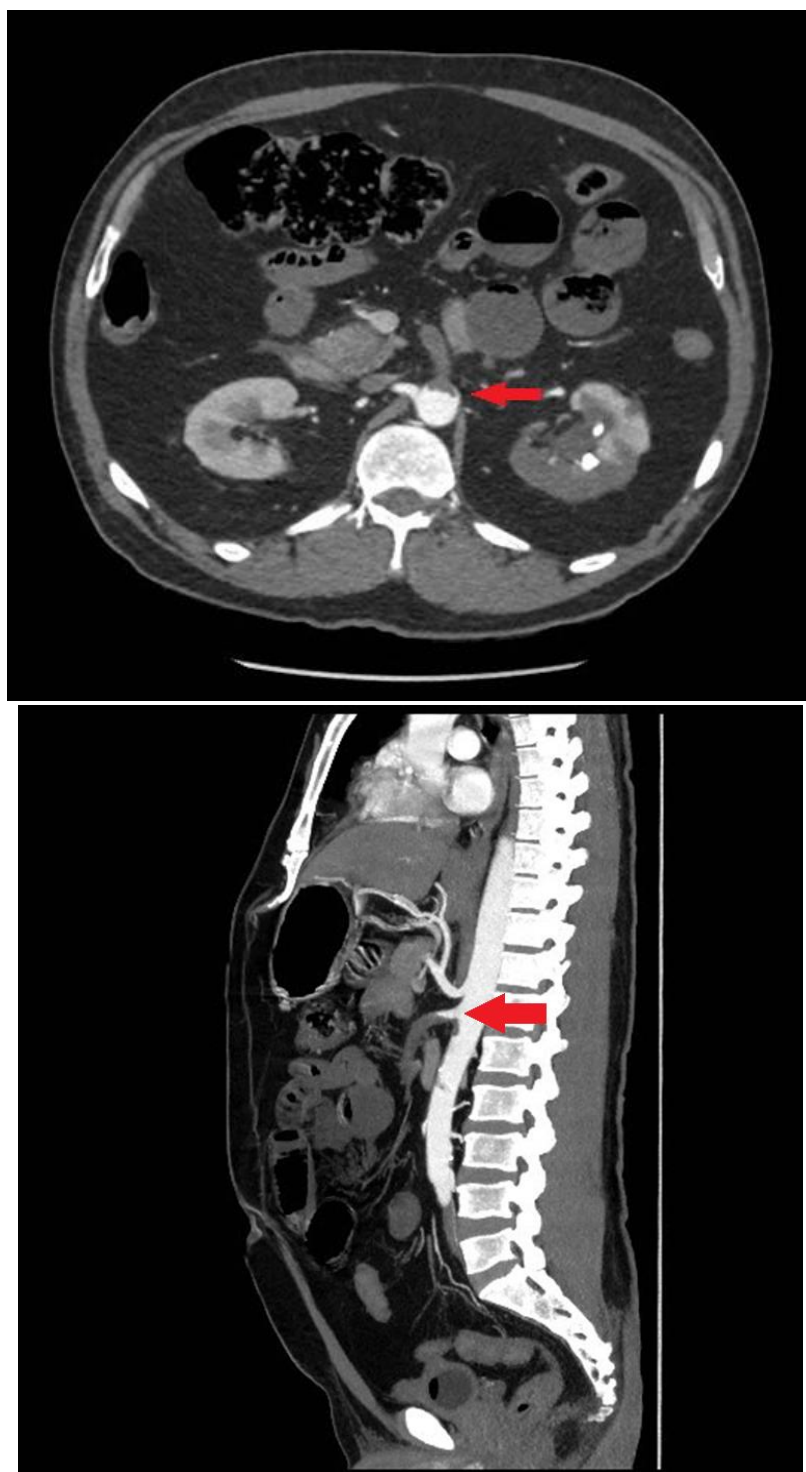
22.18b: Angiotomografia demonstrando trombo na artéria mesentérica superior.
